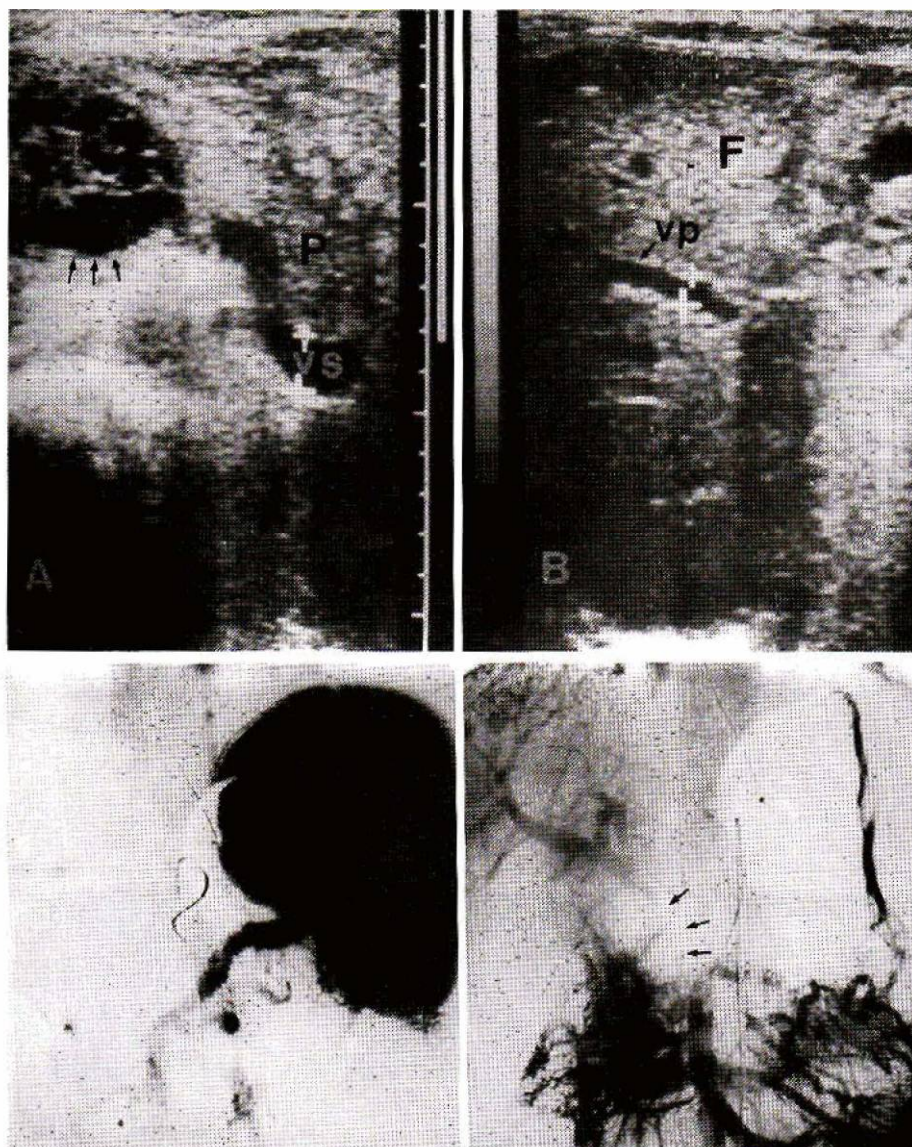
A : coupe ultrasonore transversale.
